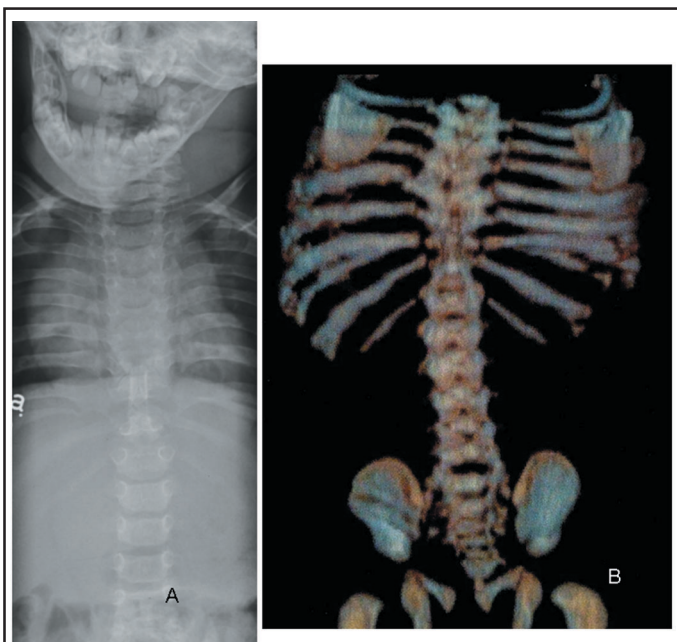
Radiographie conventionnelle (A) et reconstruction tridimensionnelle en tomodensitométrie (B) démontrant les anomalies costales associées aux malformations vertébrales.
